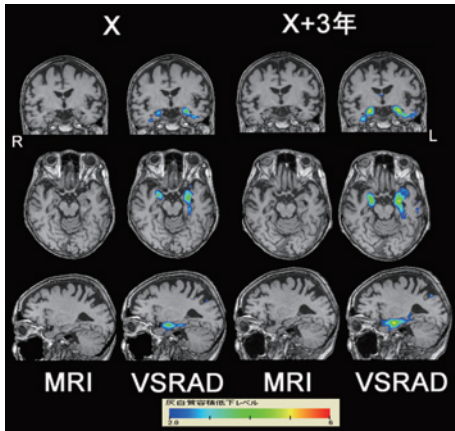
アルツハイマー病のMRIのVSRAD®による統計解析
